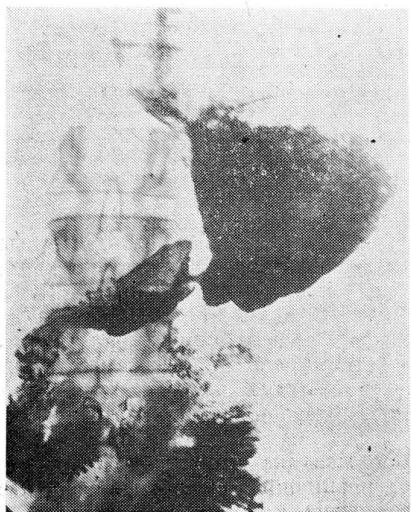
Рентгенограмма больного Н. через 3 года после надпривратниковой резекции желудка по Маки — Шалимову. Желудочная культа имеет форму перевернутой реторты; привратниковый жом спазмирован; эвакуация из желудочной культи происходит порционно узкой струей. Атония луковицы двенадцатиперстной кишки с наличием в ее верхней части газа.
